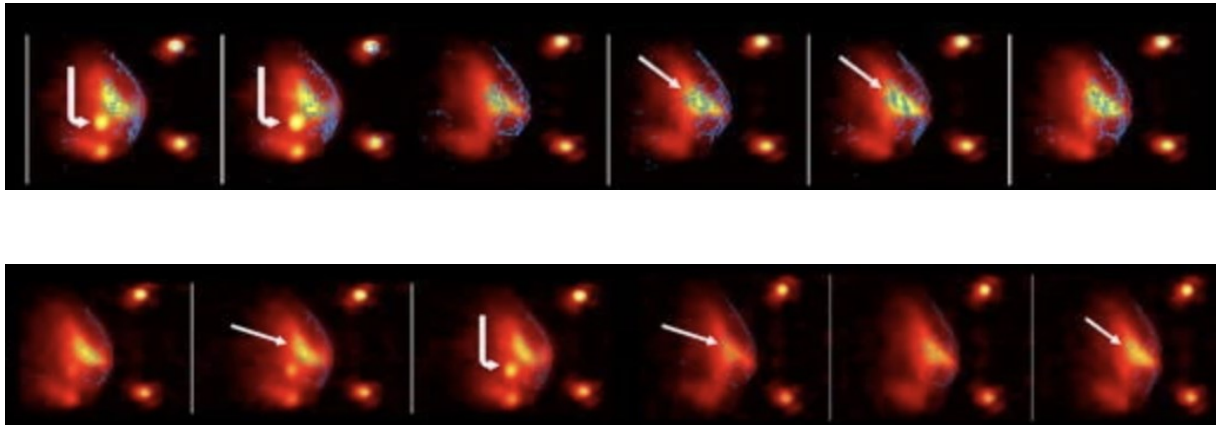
^{23}Na MRI, della stessa paziente nella Figura 21, dopo un ciclo di terapia si è passati da una concentrazione totale di sodio di 62 mM (immagine in alto) ad una concentrazione di 52 mM (immagine in basso). Jacobs et al., 2011
